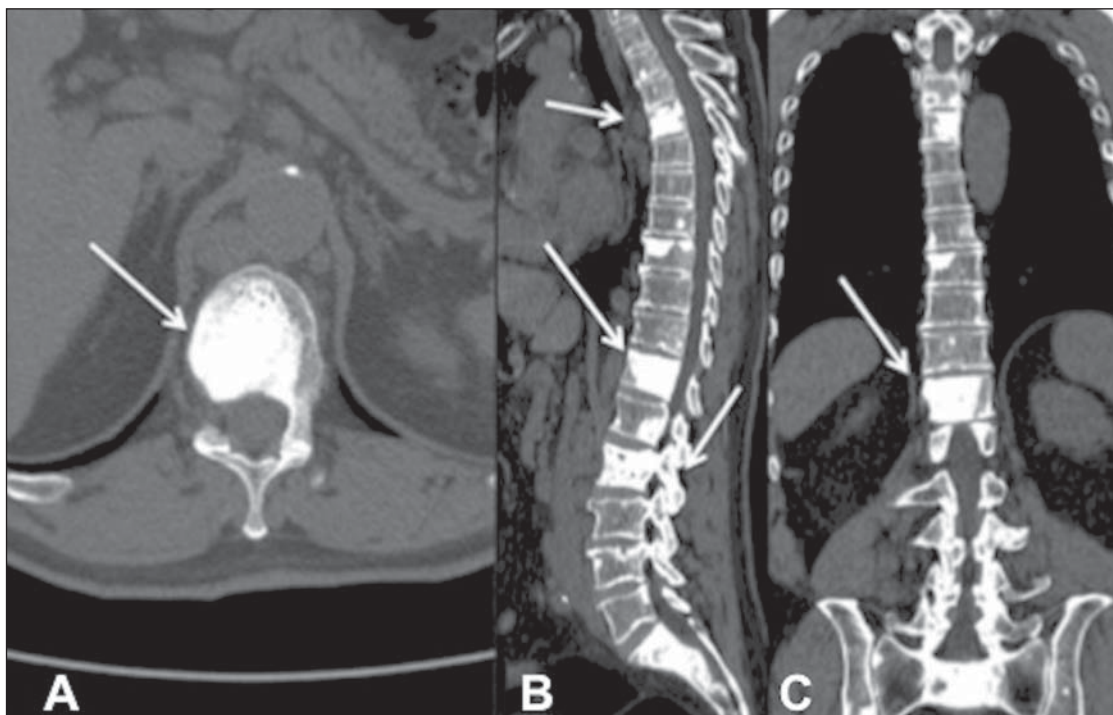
Paciente de 62 anos, com câncer de próstata. Imagens de tomografia computadorizada axial (A), sagital (B) e coronal (C) mostram lesões osteoblásticas com aumento da densidade do corpo e dos elementos vertebrais posteriores (B). As lesões estão dispersas por todo o arcabouço ósseo (setas).
